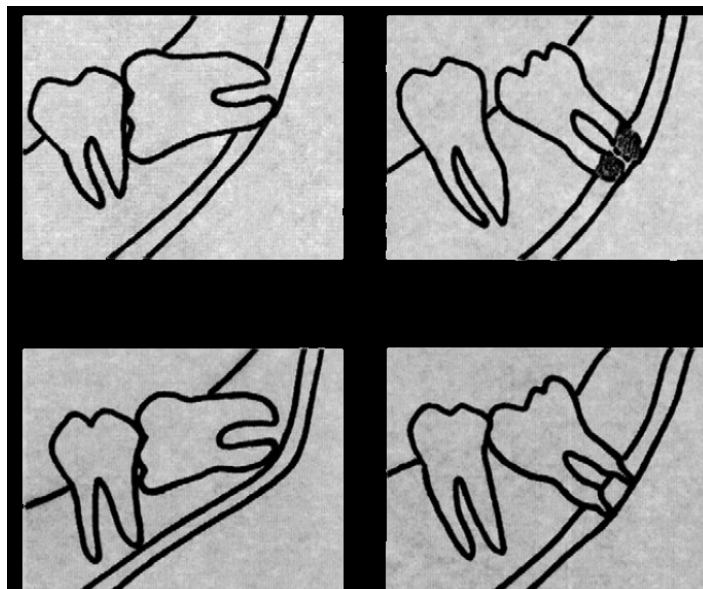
Imagens esquemáticas de radiografias indicativas de contactos entre o terceiro molar e o nervo alveolar inferior (Tantanapornkul, Okouchi, & Fujiwara, 2007)
